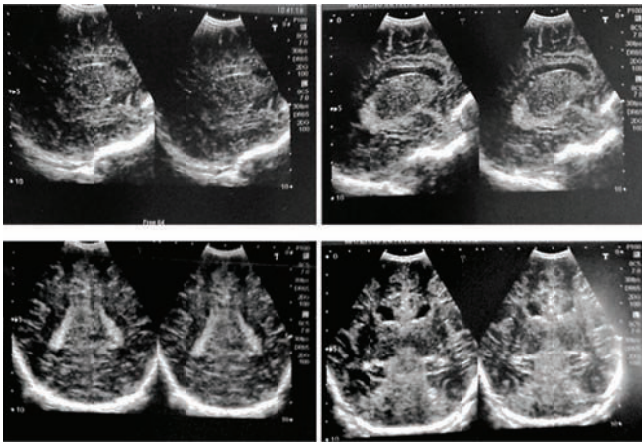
Ecografía transfontanelar y transcraneana, que evidencia atrofia cerebral difusa.
